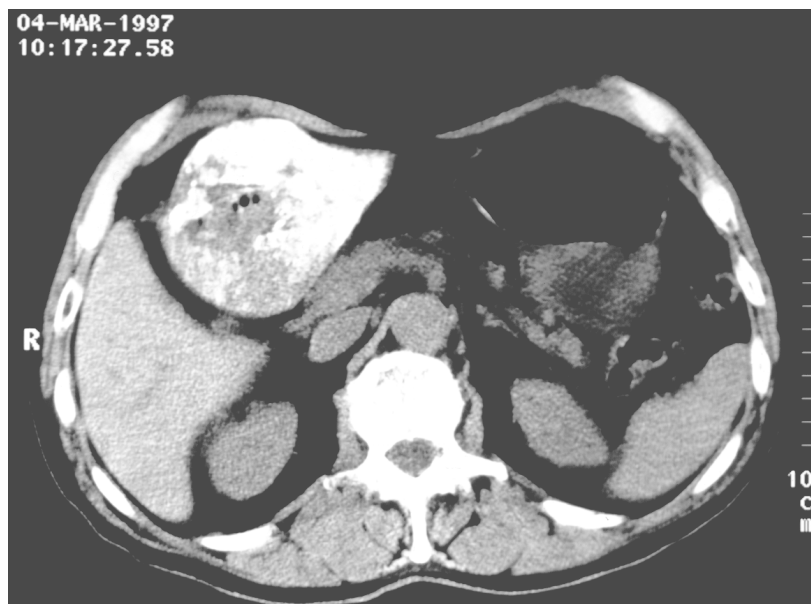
posttherapeutisches natives CT eines Patienten (81 Jahre) mit HCC: Embolisateinlagerung im Bereich der linken Leber
